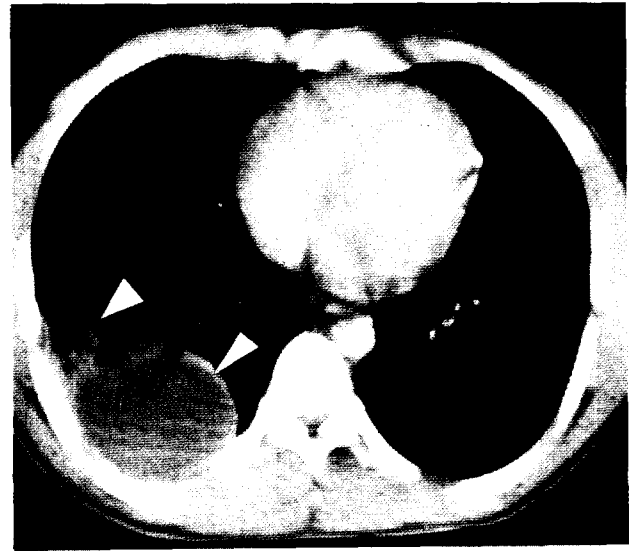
흉부 전산화 단층 촬영 소견. 우폐 하엽에 국한된 다발성 낭종성 종괴가 보이며 액체와 공기로 채워져 있다.
